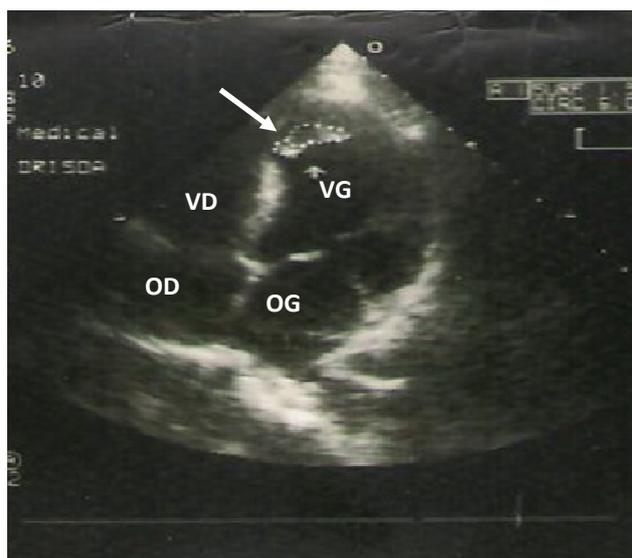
Echocardiographie en incidence quatre cavités. Thrombus intra-ventriculaire gauche (flèche).
